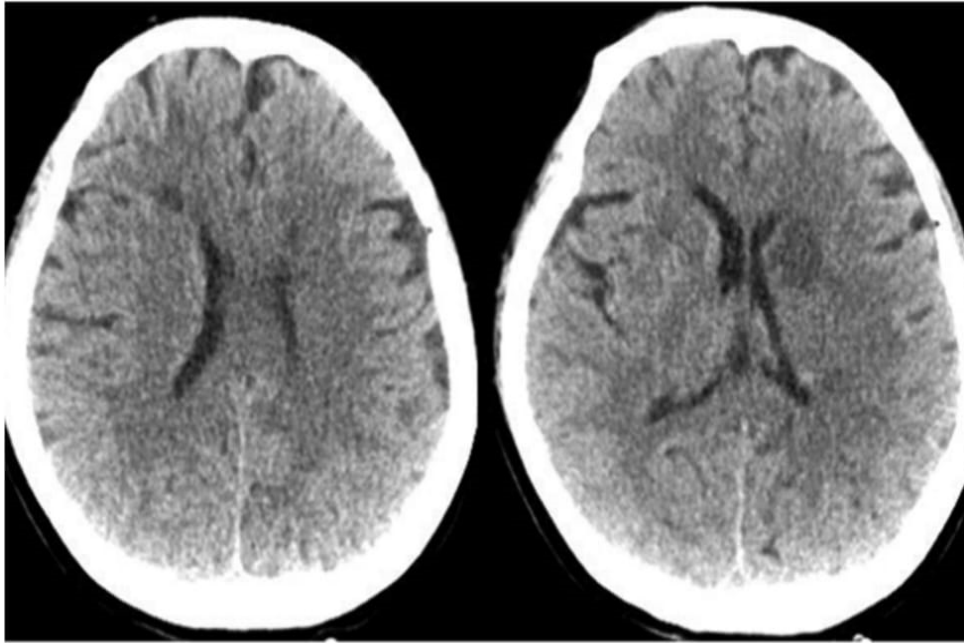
TDM sans injection de PCI : hypodensité au niveau du ganglion paraventriculaire droit et ganglion basal gauche.[69]
